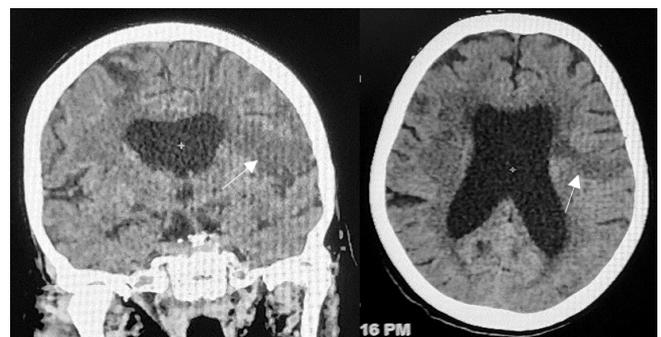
МСКТ головного мозга пациентки Г. через 1 сут после выполнения ТЛТ.
